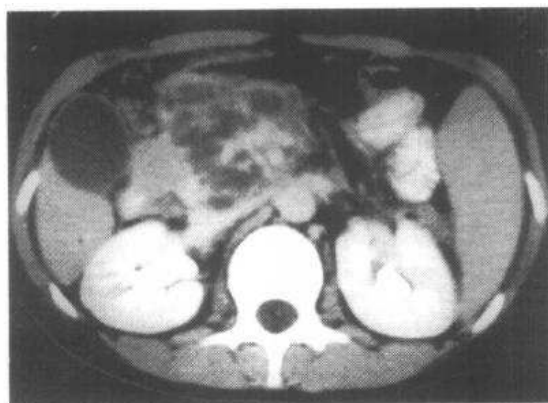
~c 粘液囊腺癌。常规 CT 增强扫描
